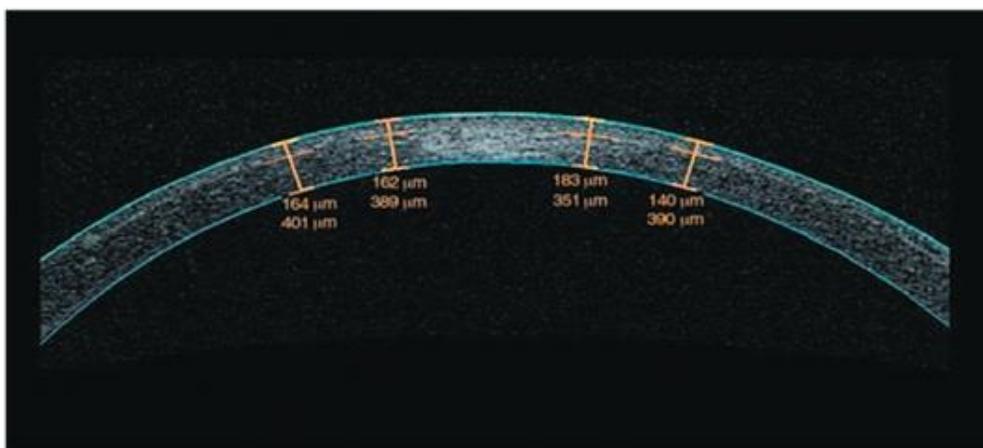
Оптическая томограмма роговой оболочки с расчётом толщины лоскута и стромального ложа после операции LASIK (laser in situ keratomi leusis)
